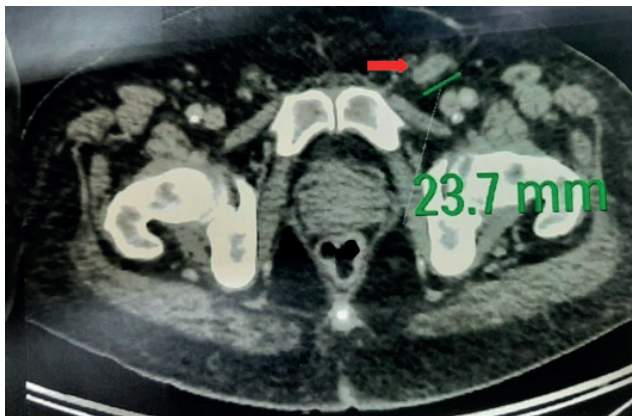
Imagen de tomografía con emisión de positrones, en la que se observa un ganglio captante en la ingle izquierda (flecha).
